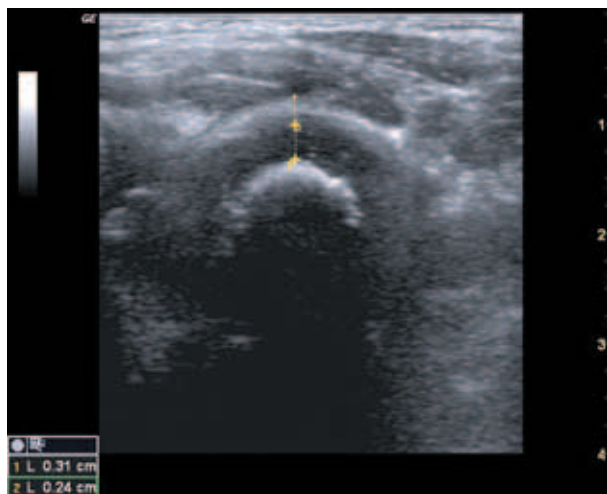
Эхограмма ребенка М., 3 года. УЗИ передним доступом. Поперечное сканирование. Капсула тазобедренного сустава
